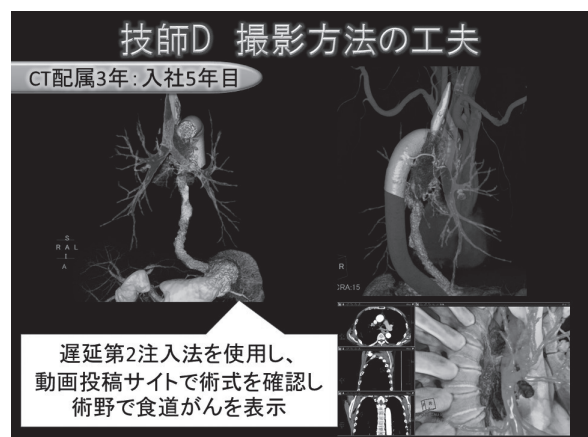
遅延第2注入法を用い、食道がんを描出した症例（全国医用画像コンペディション2016にてCT部門 賞を受賞）
